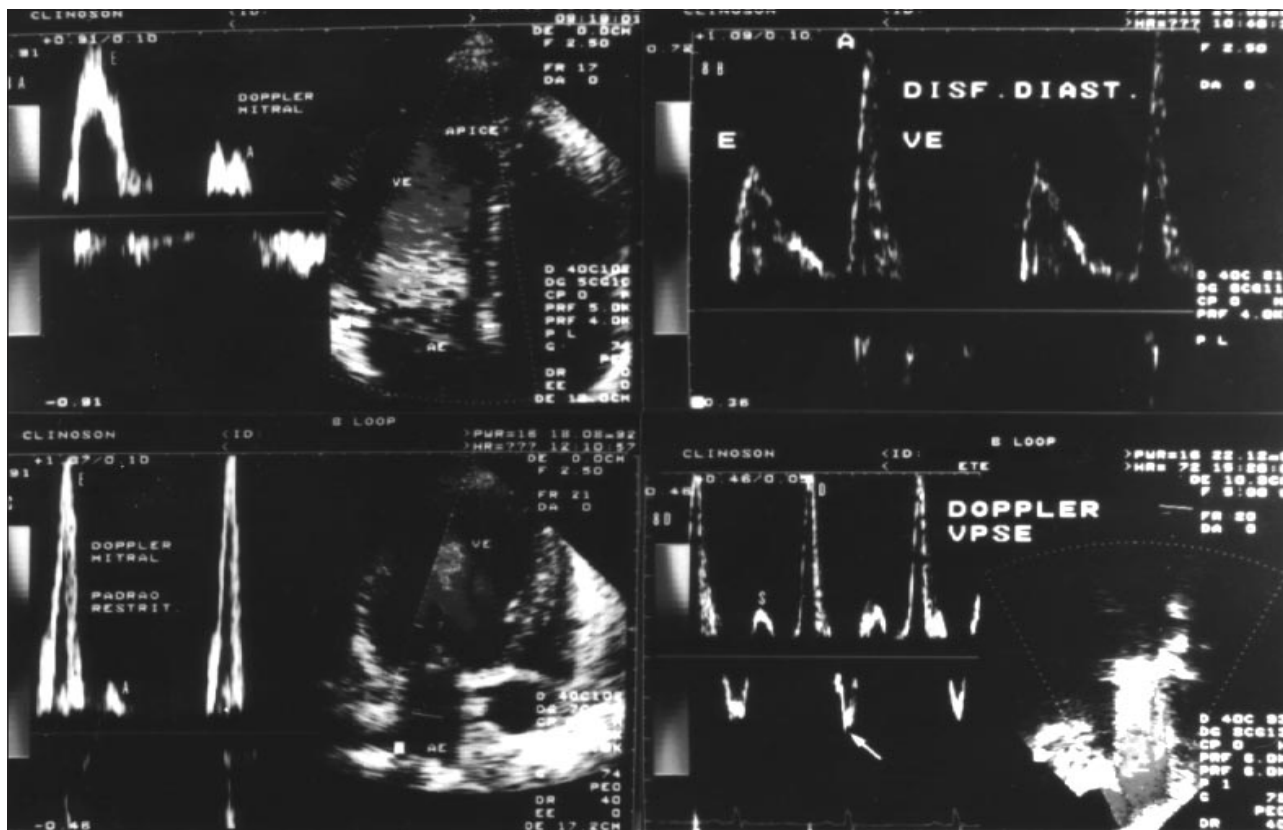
Estudo da função diastólica ventricular esquerda pelo Doppler mitral e de veias pulmonares. A) fluxo diastólico transmitral normal; E- velocidade de onda E; A- velocidade de onda A; B) padrão de disfunção diastólica tipo relaxamento alterado; C) padrão de disfunção diastólica tipo restritivo; D) Doppler em veia pulmonar superior esquerda (VPSE) obtido por ecocardiografia transesofágica em situação de elevada Pd2 ventricular esquerda por disfunção restritiva. Setas assinala acentuado fluxo reverso por contração atrial, além de nítida predominância da curva diastólica (D) sobre o respectivo componente sistólico (S).
